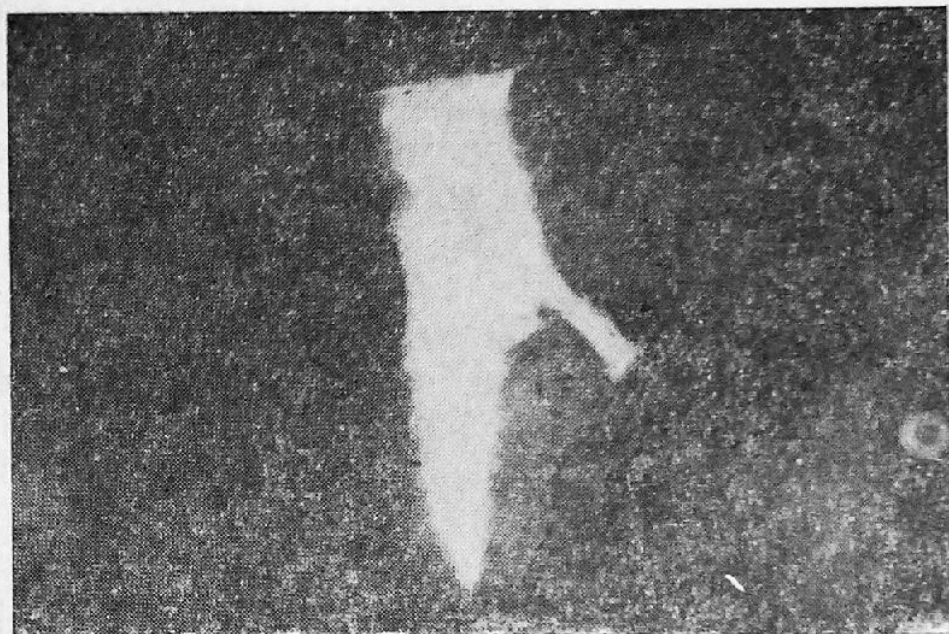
Рентгенограмма контрастированного ножевого канала в печени. Отходящая от изображения канала дополнительная тень отображает соединяющийся с ножевым каналом участок кровеносного сосуда
